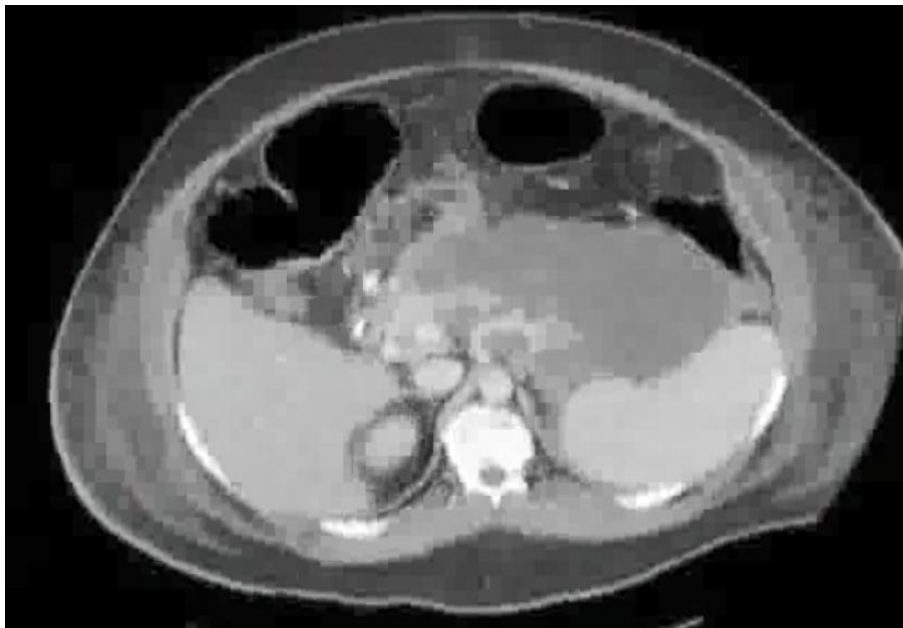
Комп'ютерно-томографічна семіотика відмежованого вогнища панкреатичного некрозу, 35 доба.
